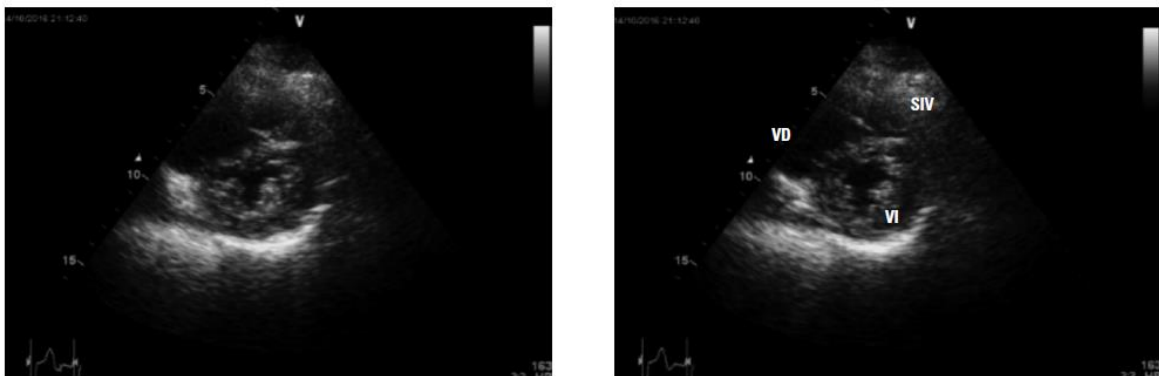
Ecocardiograma de un paciente con tromboembolismo pulmonar bilateral agudo. Se aprecia una dilatación del ventrículo derecho y aplanamiento sistólico del septo interventricular, indicativo de sobrecarga de presión en cavidades derechas. SIV: septo interventricular; VD: ventrículo derecho; VI: ventrículo izquierdo. (Simon, 2013)
